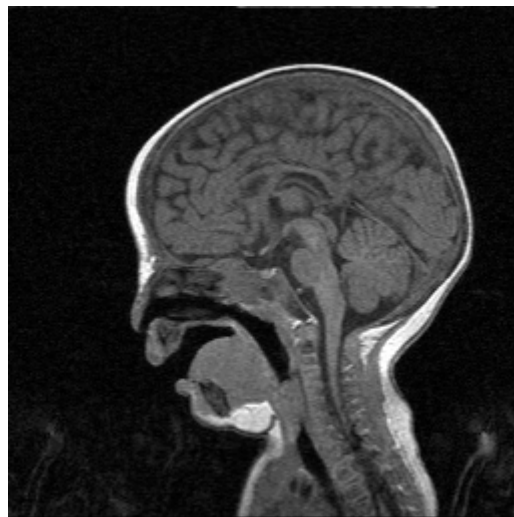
Schnittbild aus dem in dieser Arbeit verwendeten MRT-Datensatz einer Kopfuntersuchung bei einem Säugling ohne Kontrastmittel.*
